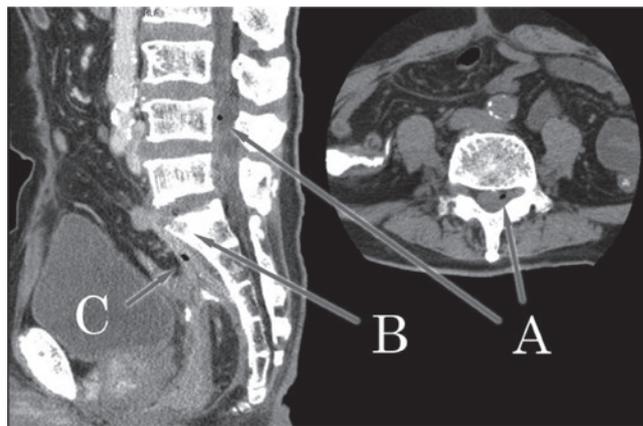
腹部単純CT（術後84日目）：L4レベル脊椎硬膜外にガス像（A），岬角周囲に骨破壊像（B），直腸吻合部と仙骨前面の間に膿瘍腔（C）を認めた。
